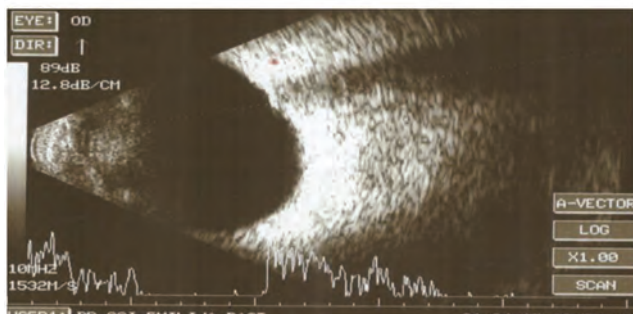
Ultrasonography scan - drusa nervi optici
